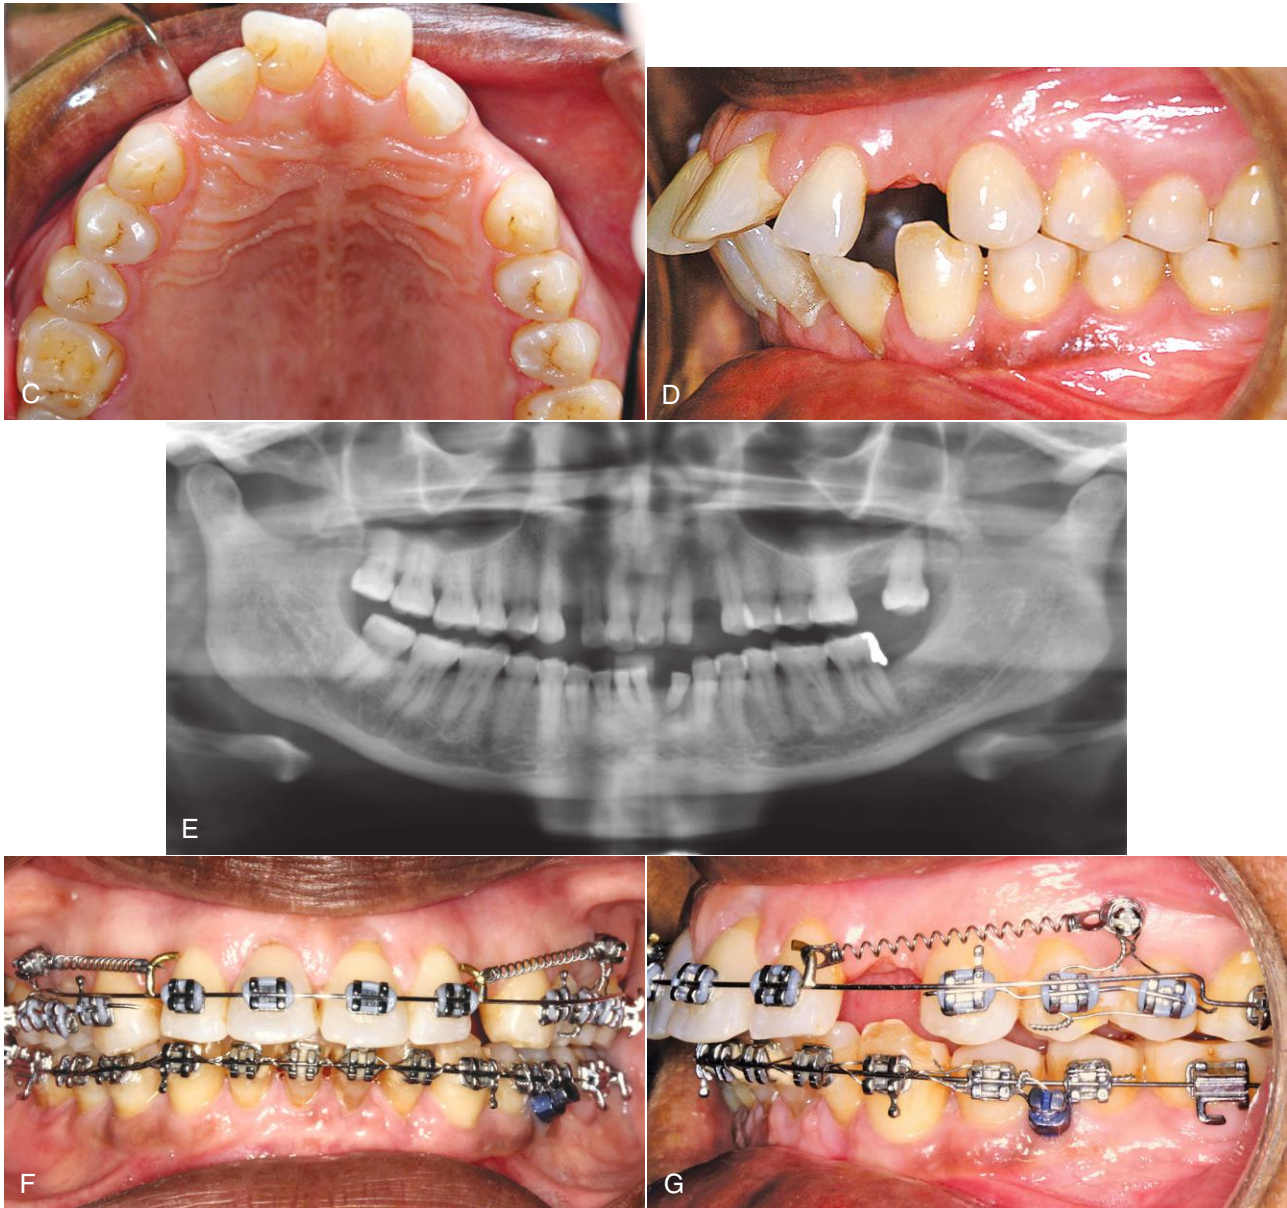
(cont.) C y D. Fotografías intraorales oclusal y lateral obtenidas antes de tratamiento. E. Radiografía panorámica inicial. La paciente tenía enfermedad periodontal generalizada moderadamente grave, con pérdida ósea localizada muy marcada. Después de conseguir controlar la enfermedad periodontal, la paciente buscó tratamiento para que le retrajeran sus incisivos prominentes y cerraran los espacios anteriores existentes en ambas arcadas. El plan consistía en utilizar anclaje esquelético (tornillos óseos alveolares) en ambas arcadas para retraer los incisivos, manteniendo al mismo tiempo una sobremordida normal. Se llegó a la conclusión de que el cierre del antiguo hueco dejado por la extracción del segundo molar superior izquierdo era más de lo que se podía hacer, incluso con anclaje esquelético, sin comprometer la simetría del segmento anterior. F y G. Para cerrar los espacios de ambas arcadas se emplearon muelles de A-NiTi y mecanismos deslizantes, y se colocaron tornillos entre los primeros y segundos premolares de ambas arcadas. Obsérvese la combinación de anclaje directo e indirecto en la arcada superior.
